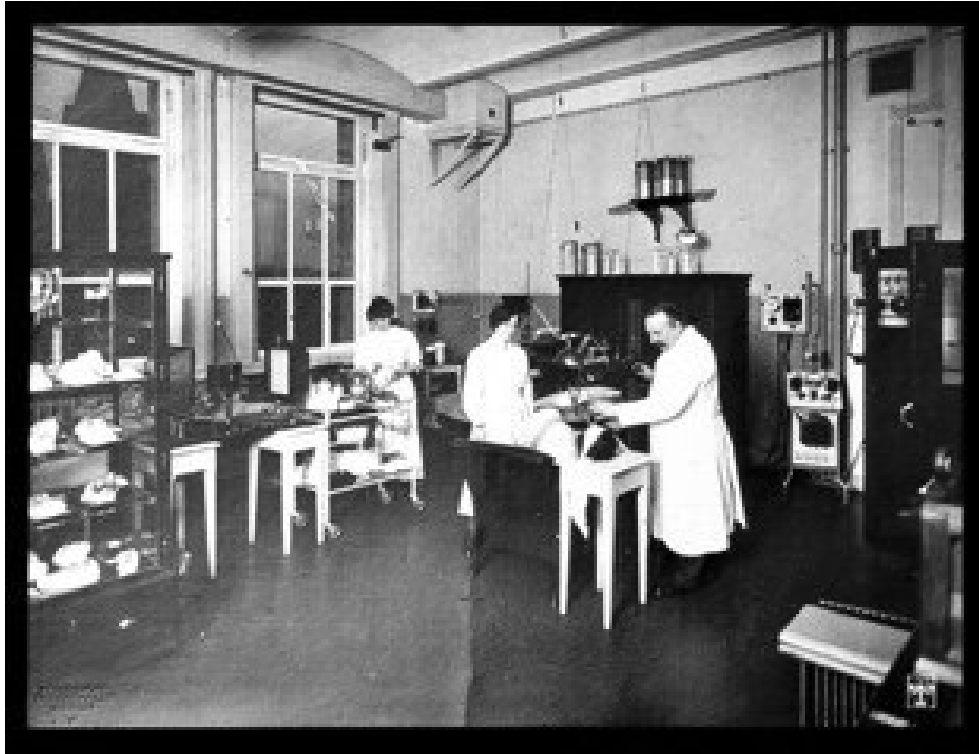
Wilhelm Dieck im Röntgenzimmer, um 1933, Moulagenvitrine links im Bild. Foto signiert von Waldemar [Franz Hermann] Titzenthaler (1869-1937), Berlin
